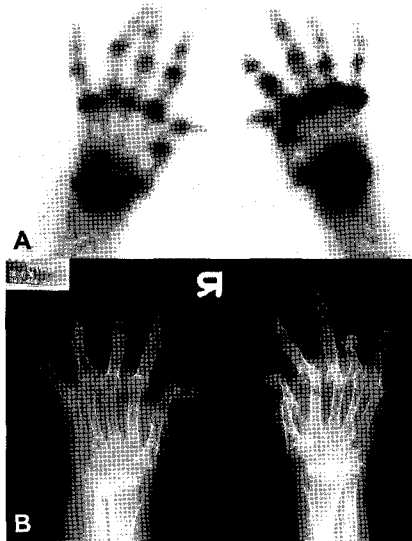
Bony uptake according to disease activity in a patient with advanced rheumatoid arthritis. There are multifocal increased uptake lesions in small joints of both hands and wrists with different intensity in each lesions (A). Almost all joints of both hands and wrists show destructive changes, deformity, and subluxation, but disease activity cannot be evaluated only with simple X-ray film.
